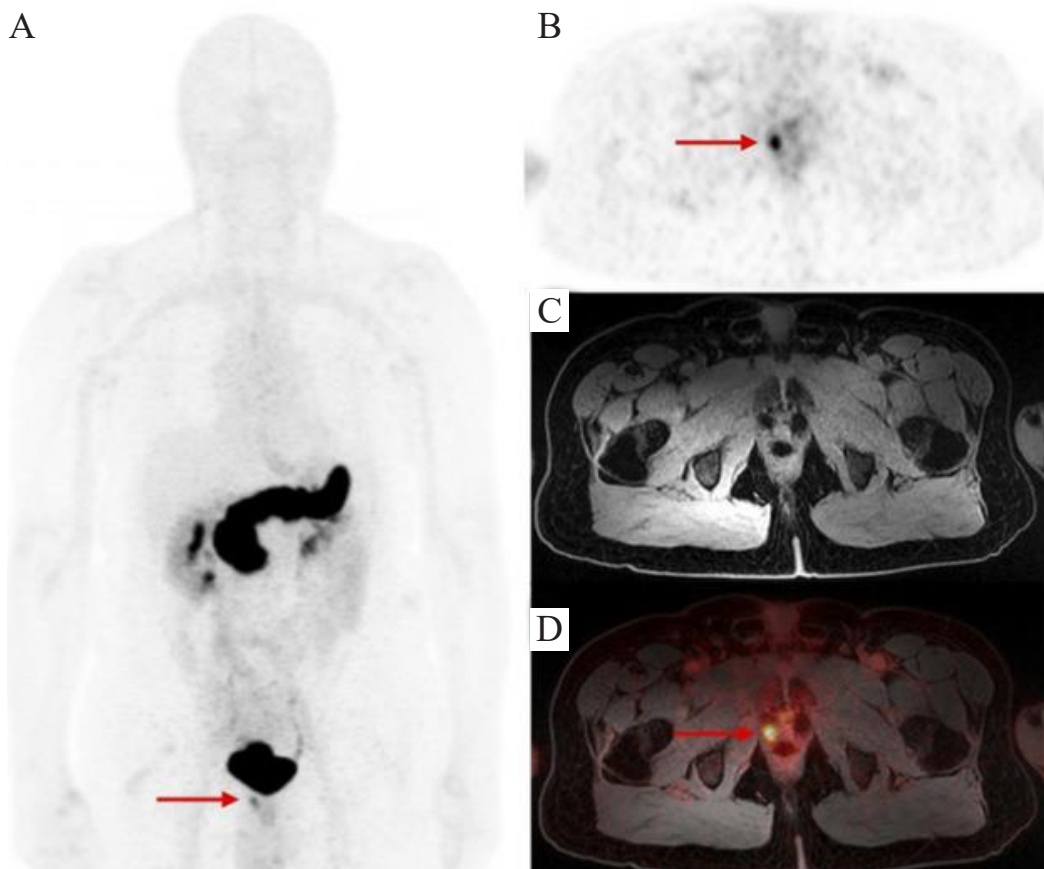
Пацієнт К., 72 р. з біохімічним рецидивом раку передміхурової залози (ПСА: 0,72 нг / мл). Інтенсивне поглинання $^{68}\text{Ga-RM2}$ спостерігається у правій долі передміхурової залози (стрілки) на ранній проекції ПЕТ-сканування всього тіла (А), аксіальному зрізі ПЕТ (В), аксіальному Т1-зваженому МРТ-зображенні (С) та зображенні ПЕТ / МРТ (D) [22].
